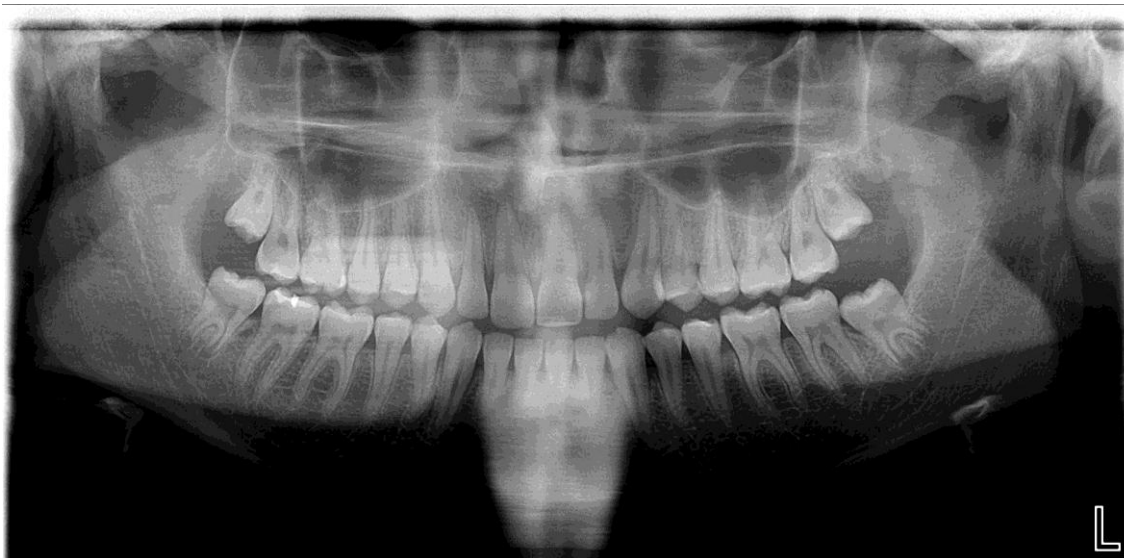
Figura n.º 59: Ortopantomografia do paciente.
